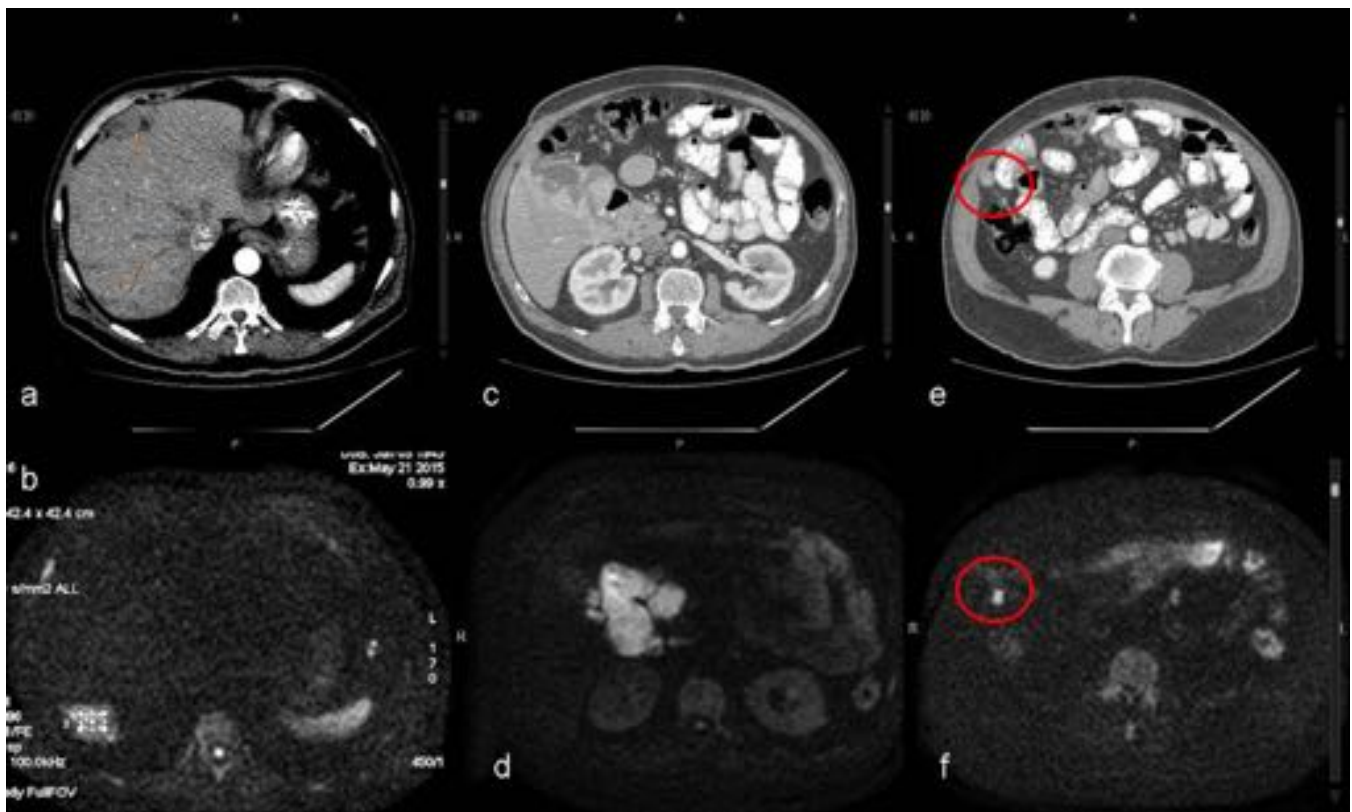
Implantes peritoneales en diferentes pacientes con metastasis, confirmados y algunos detectados a posteriori al realizar la RM y concretamente con la secuencias de DWI. a y b: implantes subdiafragmáticos C y d: implantes subhepáticos . e y f : implante peritoneal de 6 mm detectado por la DWI, que pasó desapercibido en el TC.
